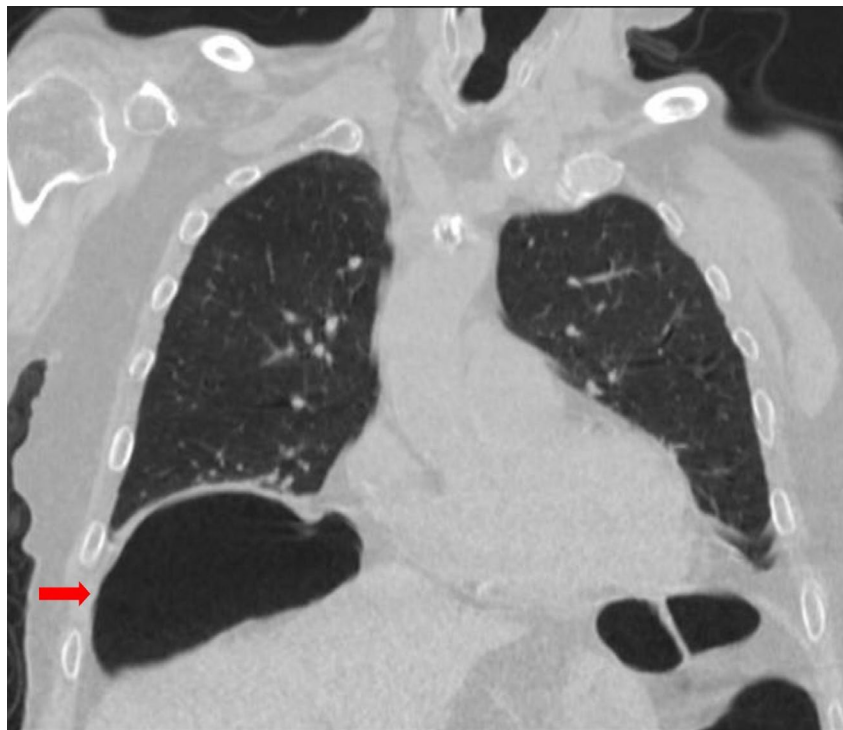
Tomografía Computarizada de tórax (corte coronal). Se observan ambos campos pulmonares y las cavidades cardíacas. La flecha roja señala el área hipodensa ovalada correspondiente al aire dentro de un asa de colon interpuesta entre el hemidiafragma derecho (línea hiperdensa arriba) y el borde superior del hígado (abajo), causando una depresión del borde superior del hígado.
